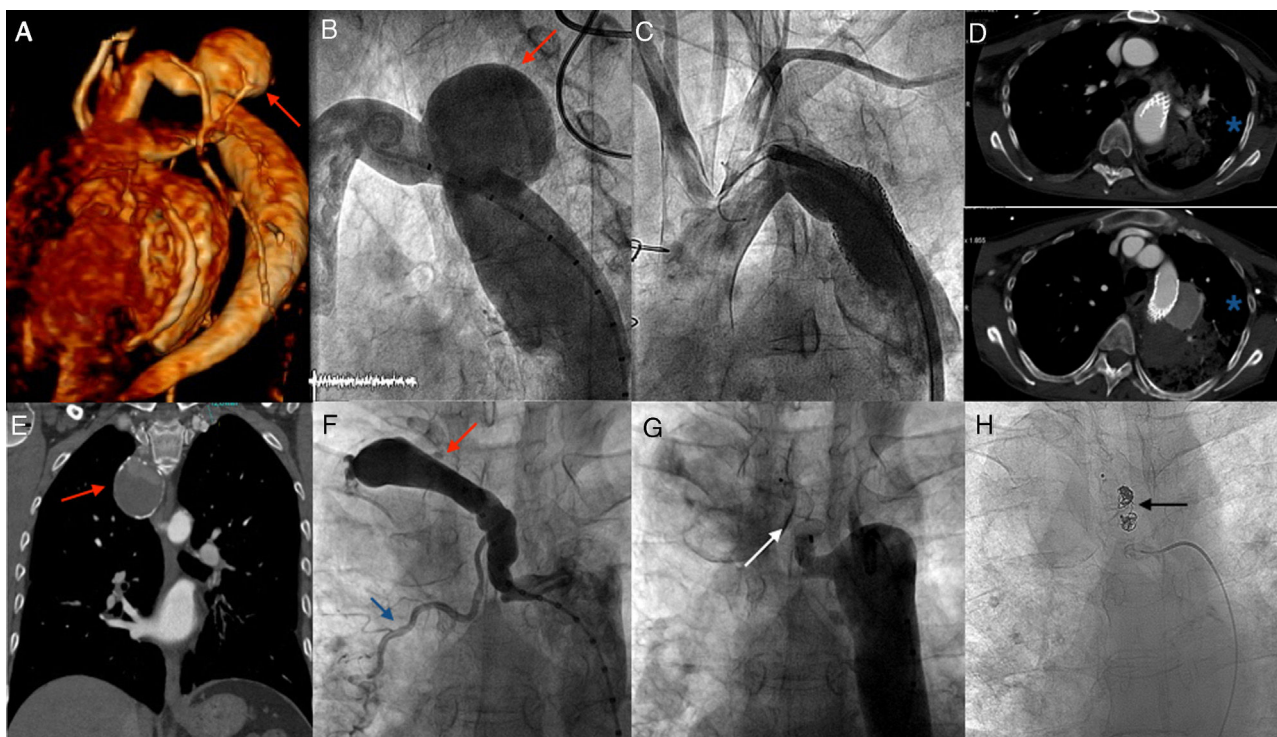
A-D: tratamiento y exclusión percutánea del pseudoaneurisma de aorta torácica mediante *stent* recubierto, con fallecimiento posterior de la paciente por hemoptisis. A: reconstrucción tridimensional por TC del pseudoaneurisma (flecha roja). B: angiografía basal del pseudoaneurisma (flecha roja). C: angiografía que muestra la exclusión del pseudoaneurisma mediante 2 *stents* recubiertos de politetrafluoroetileno. D: 2 imágenes de TC que muestran la hemorragia pulmonar (asteriscos azules) adyacente al *stent* que causó el fallecimiento de la paciente. E-H: tratamiento y exclusión percutánea del aneurisma de la arteria intercostal y embolización de la arteria bronquial aberrante. E: imagen de TC que muestra el aneurisma gigante de la arteria intercostal parcialmente trombosado (flecha roja). F: angiografía basal que muestra el aneurisma de la arteria intercostal (flecha roja) y la arteria bronquial aberrante (flecha azul). G: exclusión percutánea del aneurisma con dispositivo (flecha blanca). H: embolización con *coils* (flecha negra) de la arteria bronquial aberrante. TC: tomografía computarizada. Esta figura se muestra a todo color solo en la versión electrónica del artículo.
